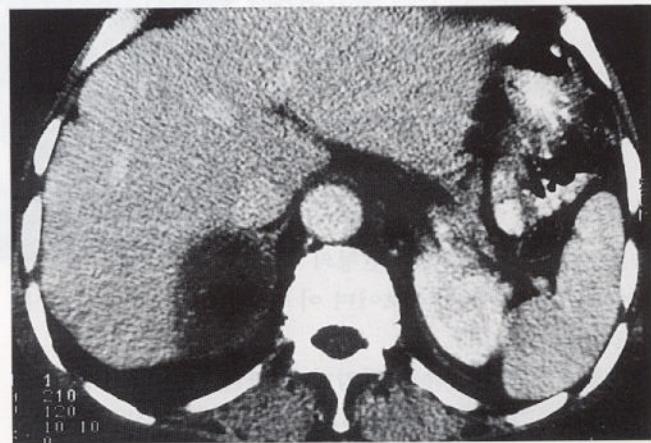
Follow up enhanced CT obtained 7 months after celiac angiography. The necrotic mass is remained and hypervascular mass is regressed. IVC and hepatic veins are normally visualized.
